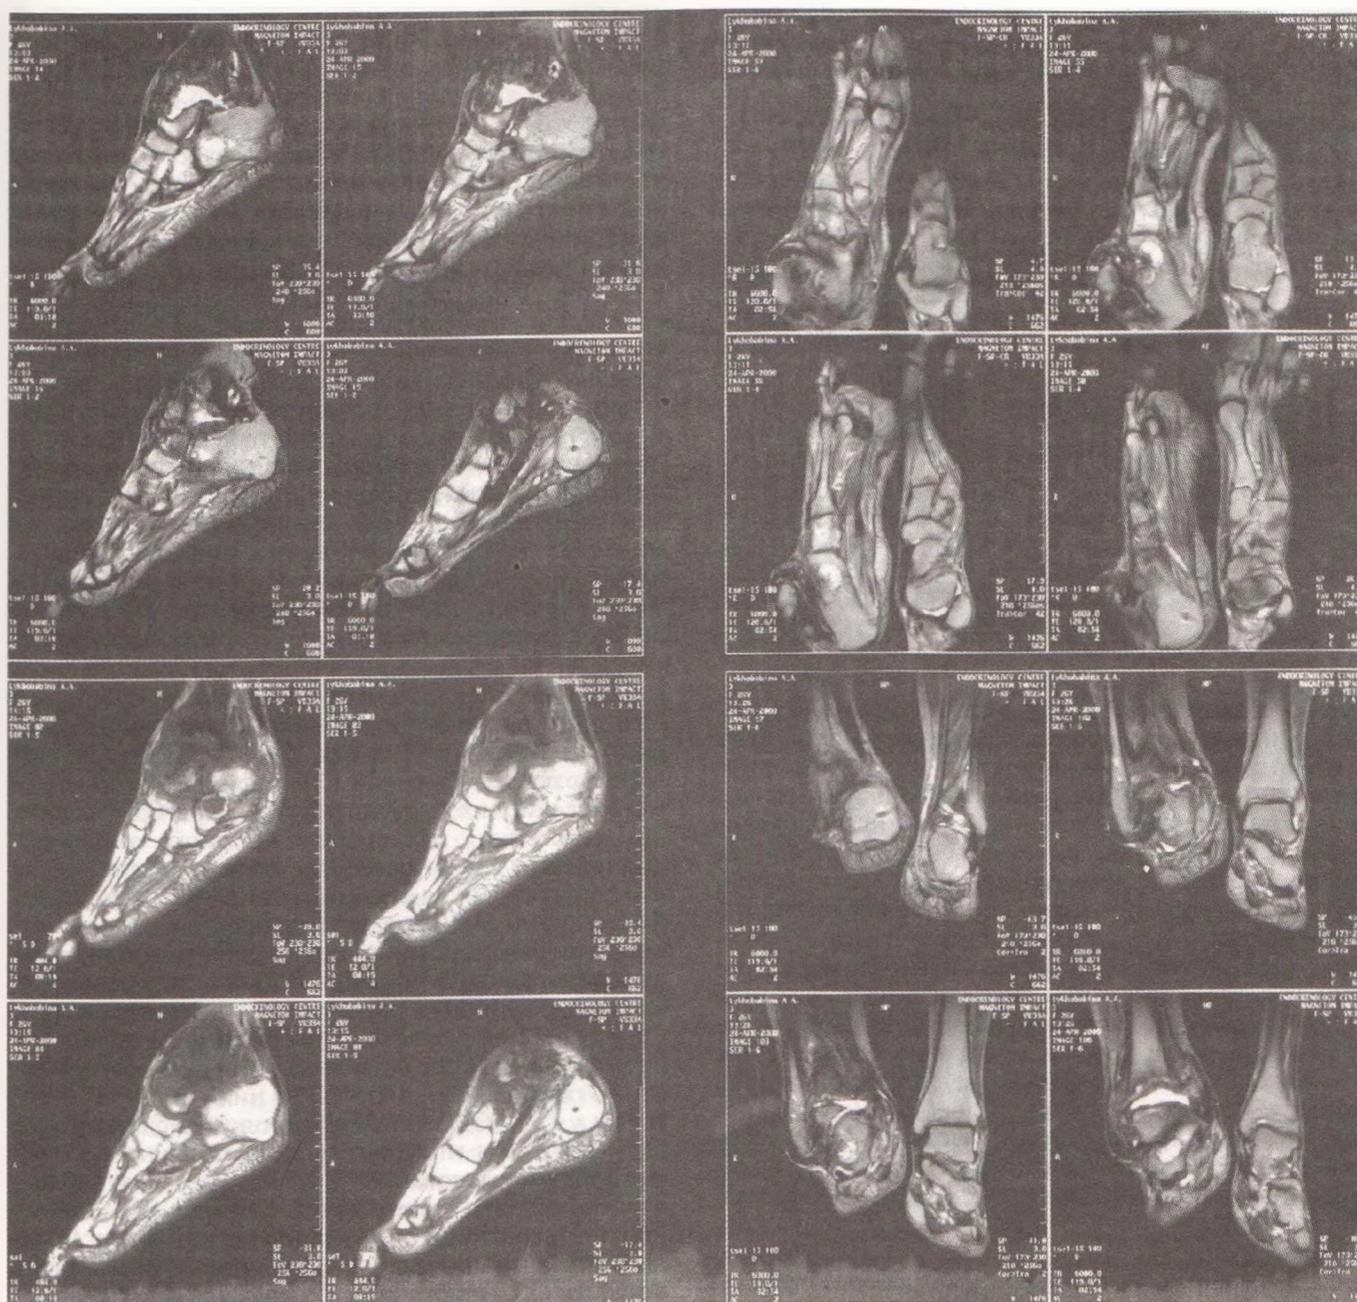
МРТ суставов стоп больного с ДОАП. Видны участки остеолитизиса.
